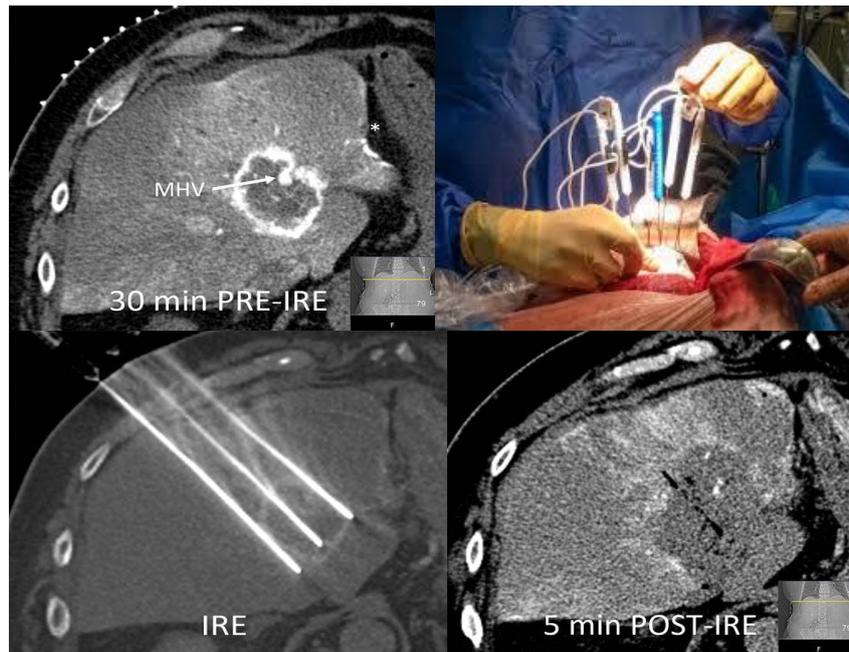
imagen de TAC, técnica y resultado de la electroporación
